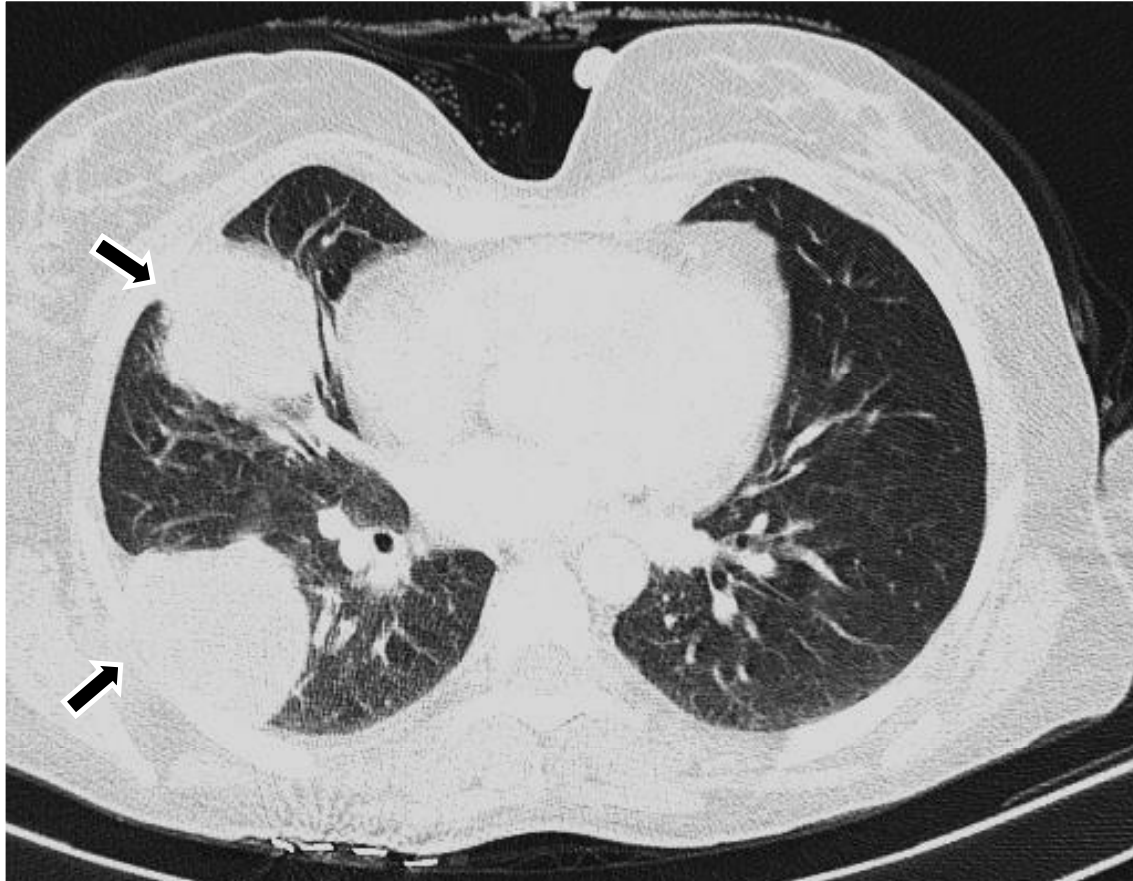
Même patiente (Fig.36). TDM thoracique, coupe axiale en fenêtre pulmonaire. Masses parenchymateuses pulmonaires (↑): Métastases pulmonaires d'une TMGNP
